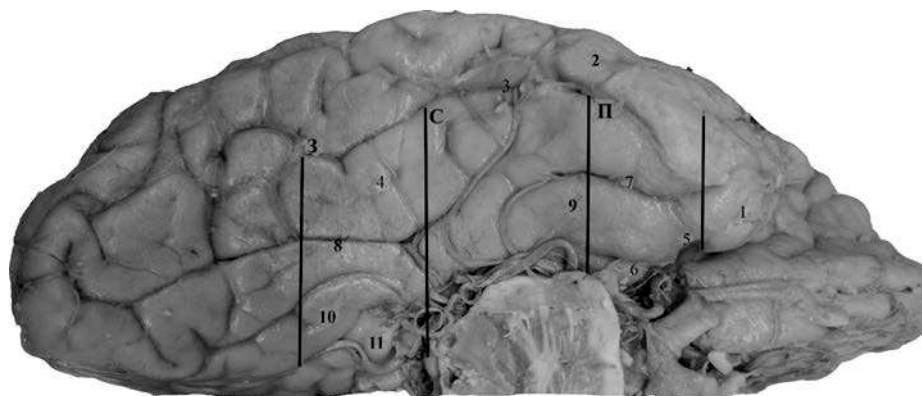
Базальная поверхность правой височной доли. 1 – полюс височной доли, 2 – нижняя височная извилина, 3 – височно-затылочная борозда, 4 – фузиформная извилина, 5 – ринальная вырезка, 6 – крючок, 7 – ринальная борозда, 8 – коллатеральная борозда, 9 – парагиппокампальная извилина, 10 – язычная извилина, 11 – перешеек поясной извилины, П – передняя часть МБОВД, С – средняя часть МБОВД, 3 – задняя часть МБОВД
